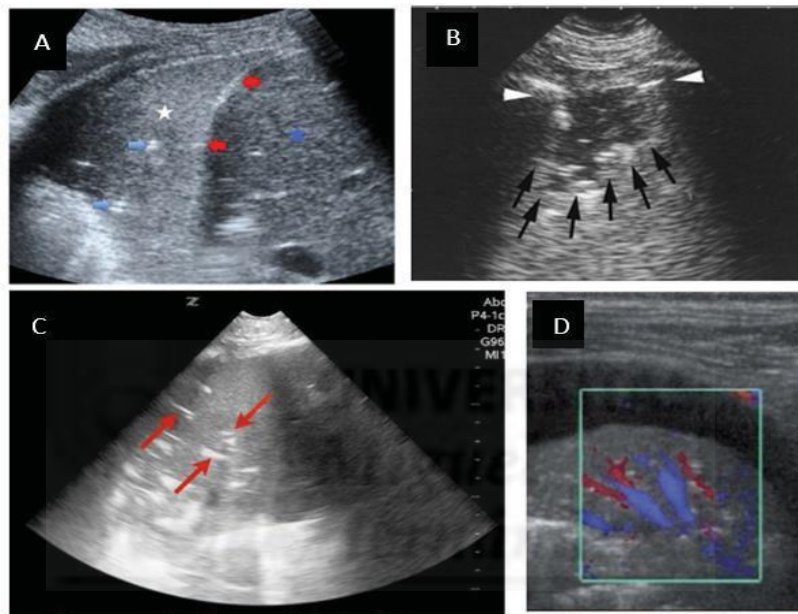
Ecografía de los patrones y signos de la neumonía. A: neumonía entre el lóbulo superior derecho, hígado y diafragma. Dentro de la consolidación existen imágenes hiperecogénicas, correspondientes a los bronquios con aire en su interior. B: signo de los bordes fragmentados. C: broncograma aéreo. D: Doppler de una neumonía con patrón de vascularización normal.
